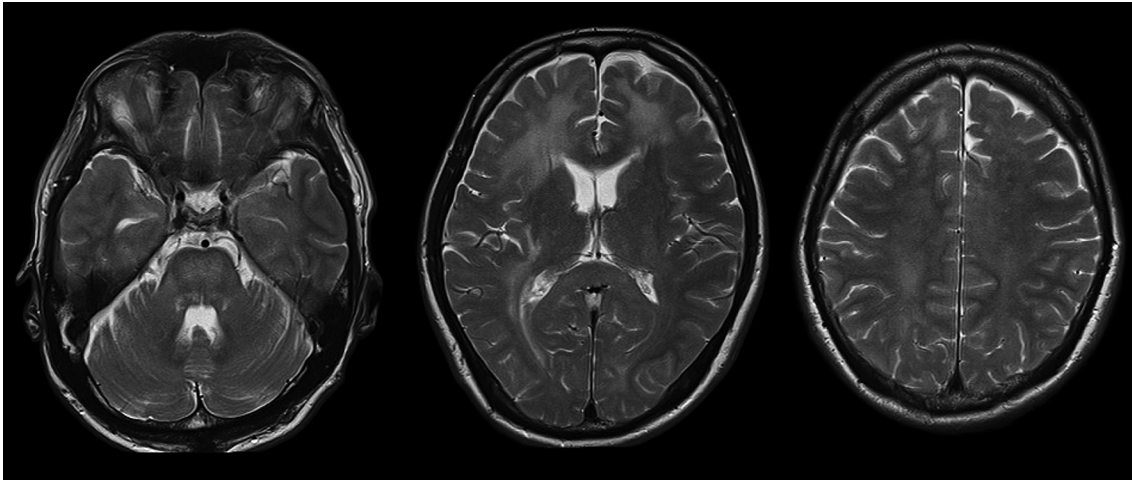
Brain MRI T₂ weighted images.
